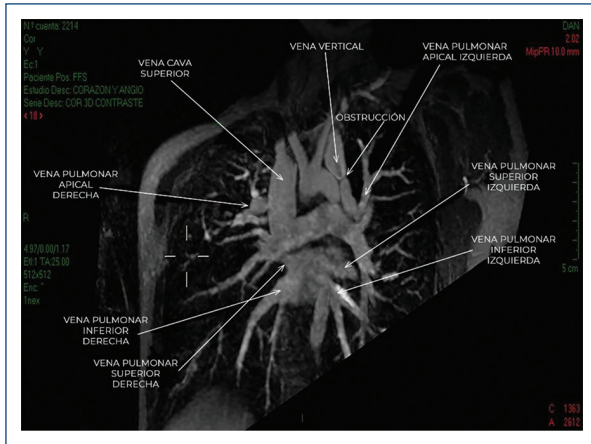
Angiotomografía antero-posterior. En donde se observan las 4 venas pulmonares conectadas a la aurícula izquierda y otras dos venas pulmonares apicales: la derecha conectada a la vena cava superior derecha y la izquierda conectada a la vena vertical, donde se encuentra la obstrucción.
